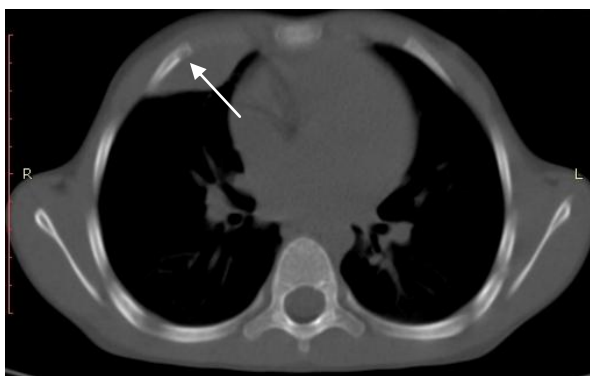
РМС мягких тканей передней грудной стенки. Девочка 6 лет. КТ органов грудной клетки, костное окно. По внутренней поверхности переднего отрезка 7 ребра определяется участок литической деструкции размером 5×3 мм (стрелка)
